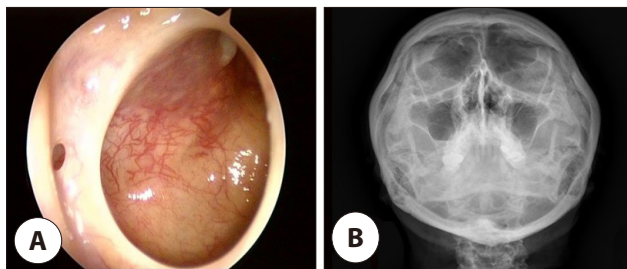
Endoscopic and radiographic findings after mass removal. (A) endoscopic view using a 70-degree endoscope shows a clear maxillary sinus. (B) water's view radiograph shows no abnormal findings following removal of the left maxillary sinus mass.
